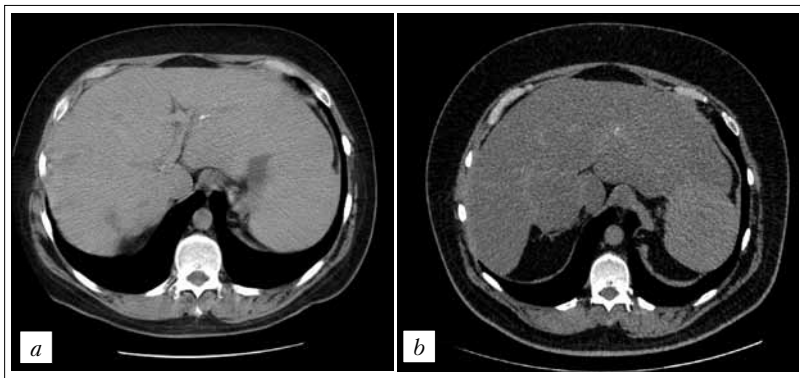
КТ органов брюшной полости.
